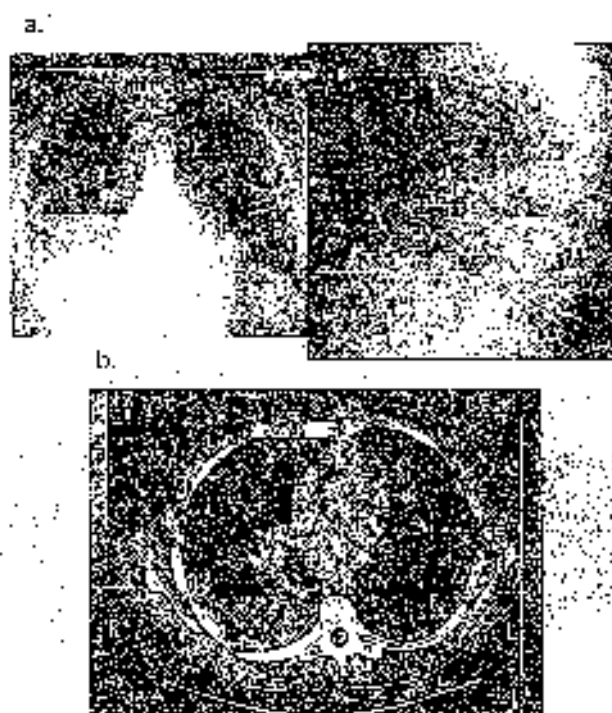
Absceso pulmonar. a. La RX de tórax ap y lateral demuestran una colección intra pulmonar con nivel hidroaéreo en la base pulmonar derecha. b. El TAC confirma el absceso como una gran colección rodeada de paredes gruesas e irregulares, con presencia de gas y nivel hidroaéreo.
